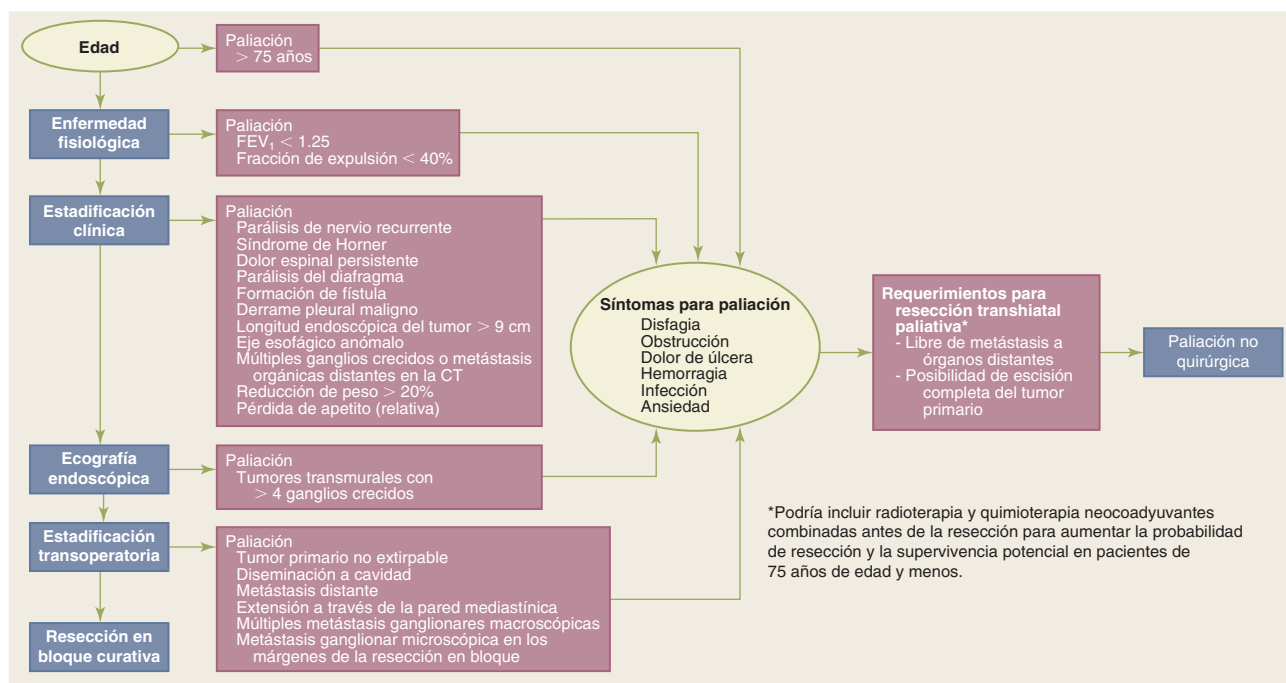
Algoritmo para la valoración de pacientes con cáncer esofágico con el propósito de seleccionar el tratamiento apropiado: resección en bloque curativa, resección transhiatal paliativa o paliación no quirúrgica. CT, tomografía computerizada; FEV₁, volumen espiratorio forzado en 1 s. (Con autorización de DeMeester TR. *Esophageal carcinoma: Current controversies*. Sem Surg Oncol. 13:217, 1997.)
